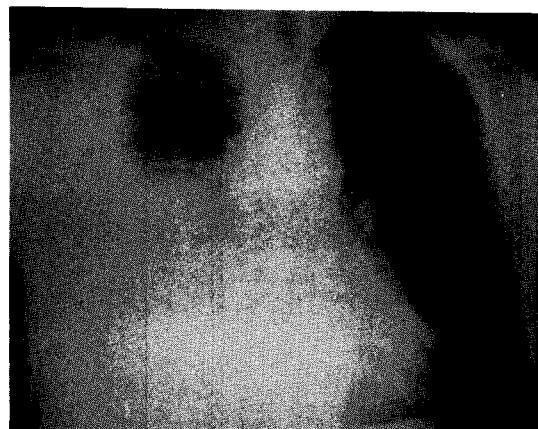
Chest X-ray shows massive right pleural effusion with right middle and lower lobe atelectasis.
